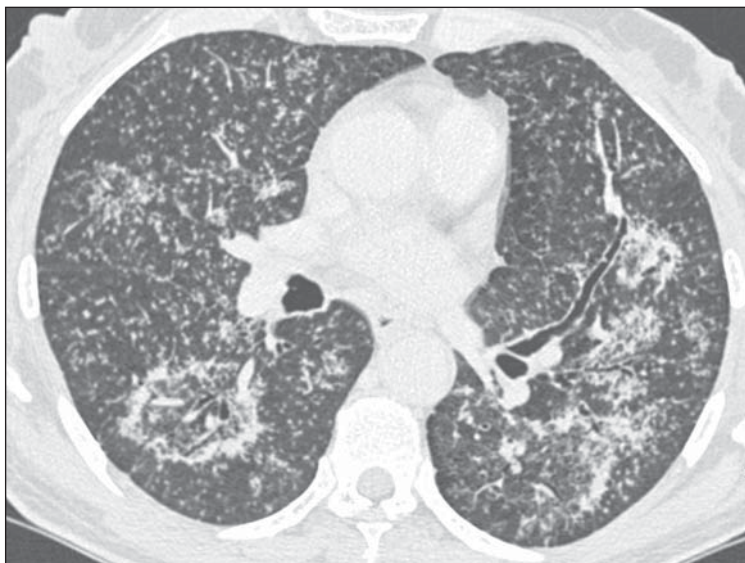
Tomografia computadorizada de alta resolução, com corte nas regiões pulmonares inferiores.
